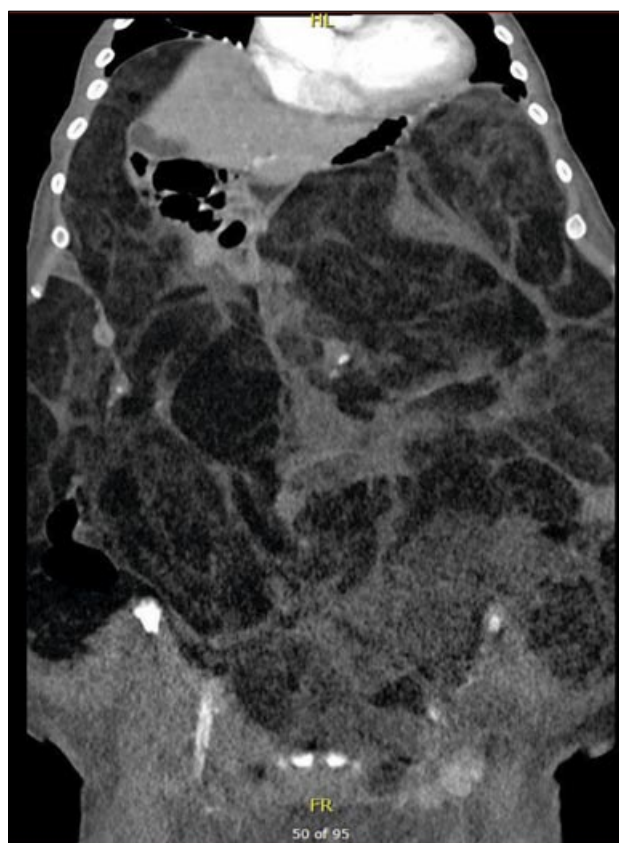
CT scan of giant liposarcoma – axial plane
